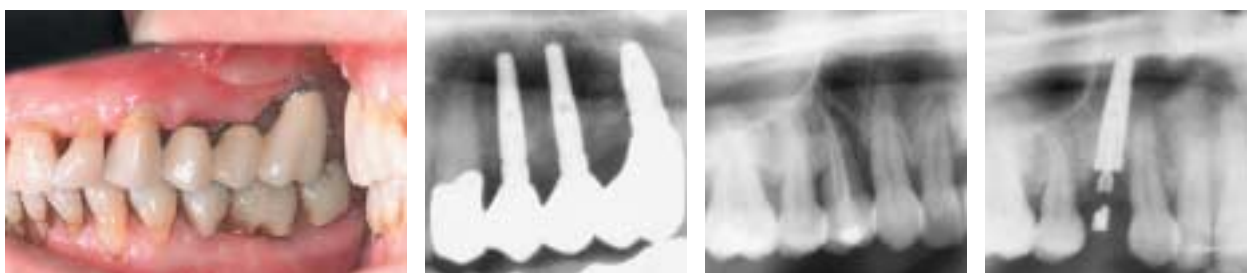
Pat. 1 – Definitive Versorgung. – Abb. 8: Pat. 1 – Röntgenbild. Definitive Versorgung. – Abb. 9: Pat. 2 – Röntgenbild. Anfangsbefund. – Abb. 10: Pat. 2 – Röntgenbild. Sofortimplantation Regio 14.
